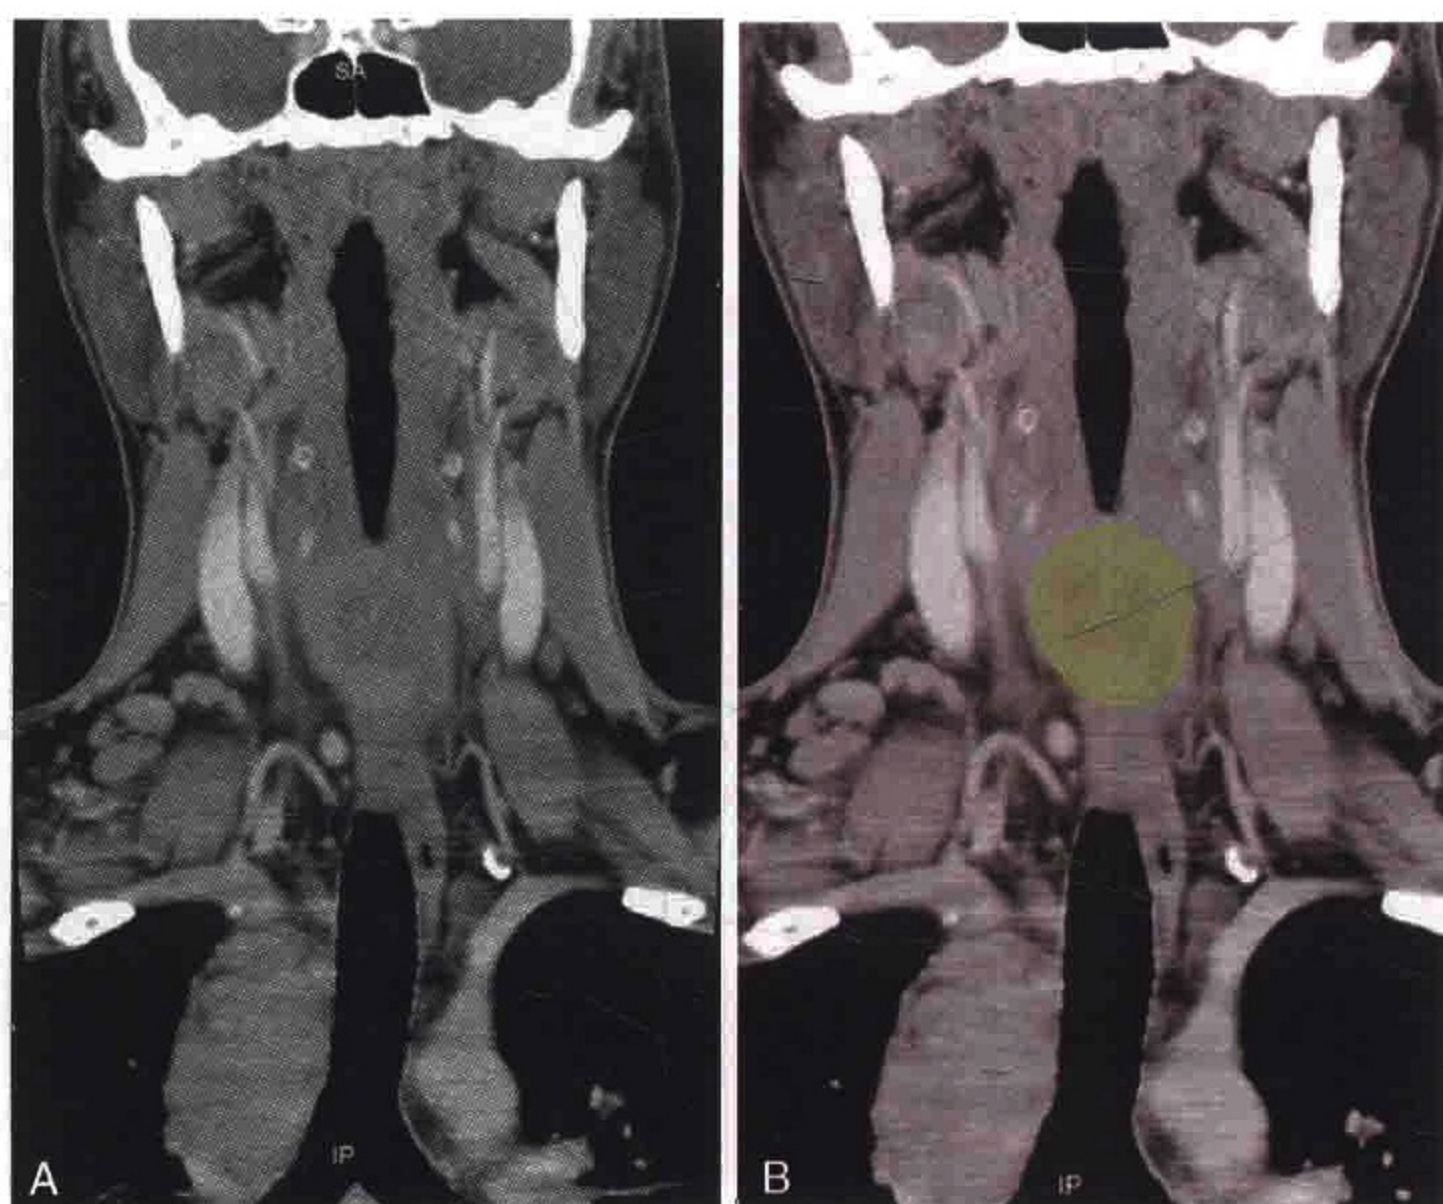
同一患者 CT 扫描冠状位重组图像显示肿大的右侧下气管旁淋巴结（绿色）
